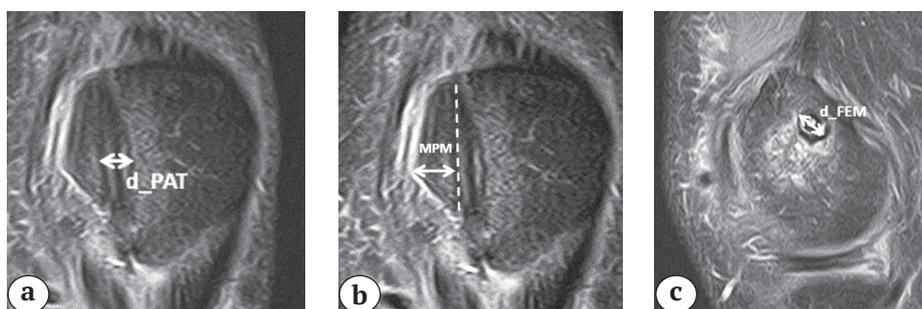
Измерение каналов в области надколенника и бедренной кости: а — измерение диаметра канала в надколеннике на уровне его средней трети (d_{Pat}); б — измерение расстояния от центра канала до медиального края надколенника; в — измерение диаметра канала в бедренной кости (d_{Fem}). МРТ PD-f/s ВИ изображение выполнено: а, б — в коронарной плоскости; в — в сагиттальной плоскости
